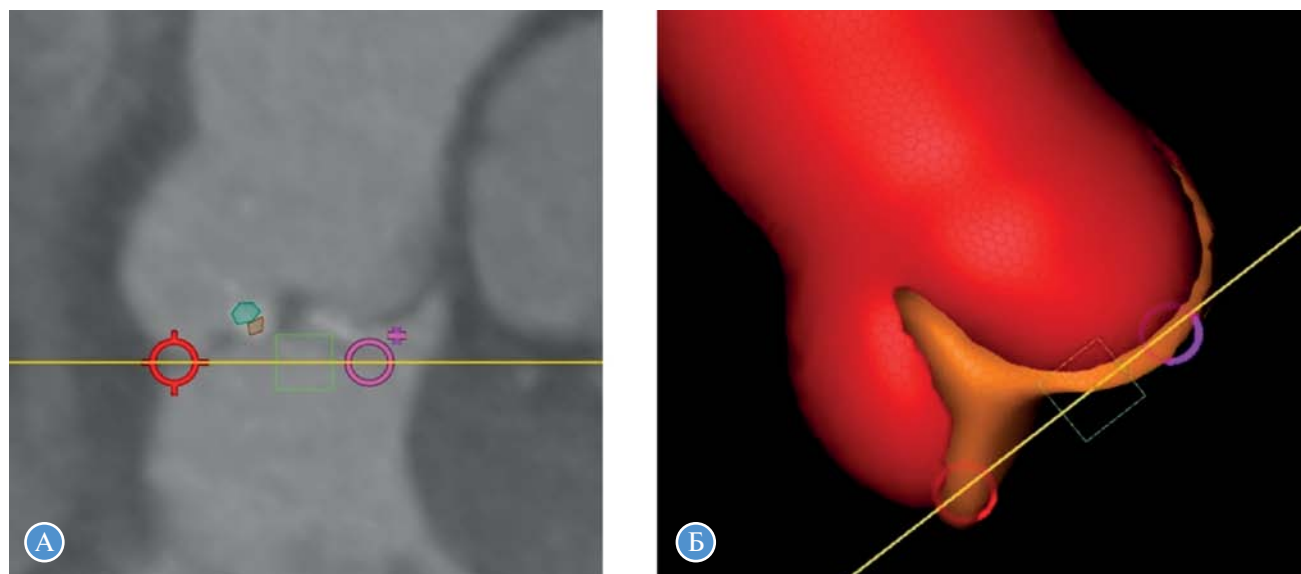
А — МСКТ-ангиография аортального клапана в проекции наложения створок; Б — трехмерная реконструкция корня аортального клапана в проекции наложения створок; красный маркер соответствует некоронарной створке, фиолетовый — правой коронарной створке, желтый — левой коронарной створке
